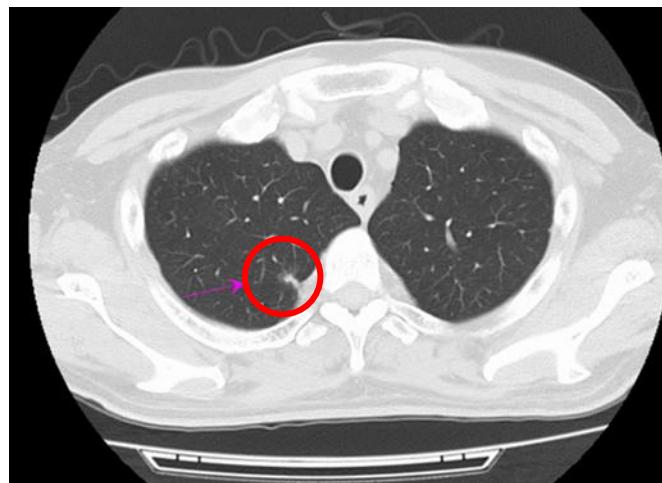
2011 年 11 月 14 日胸部 CT 検査
